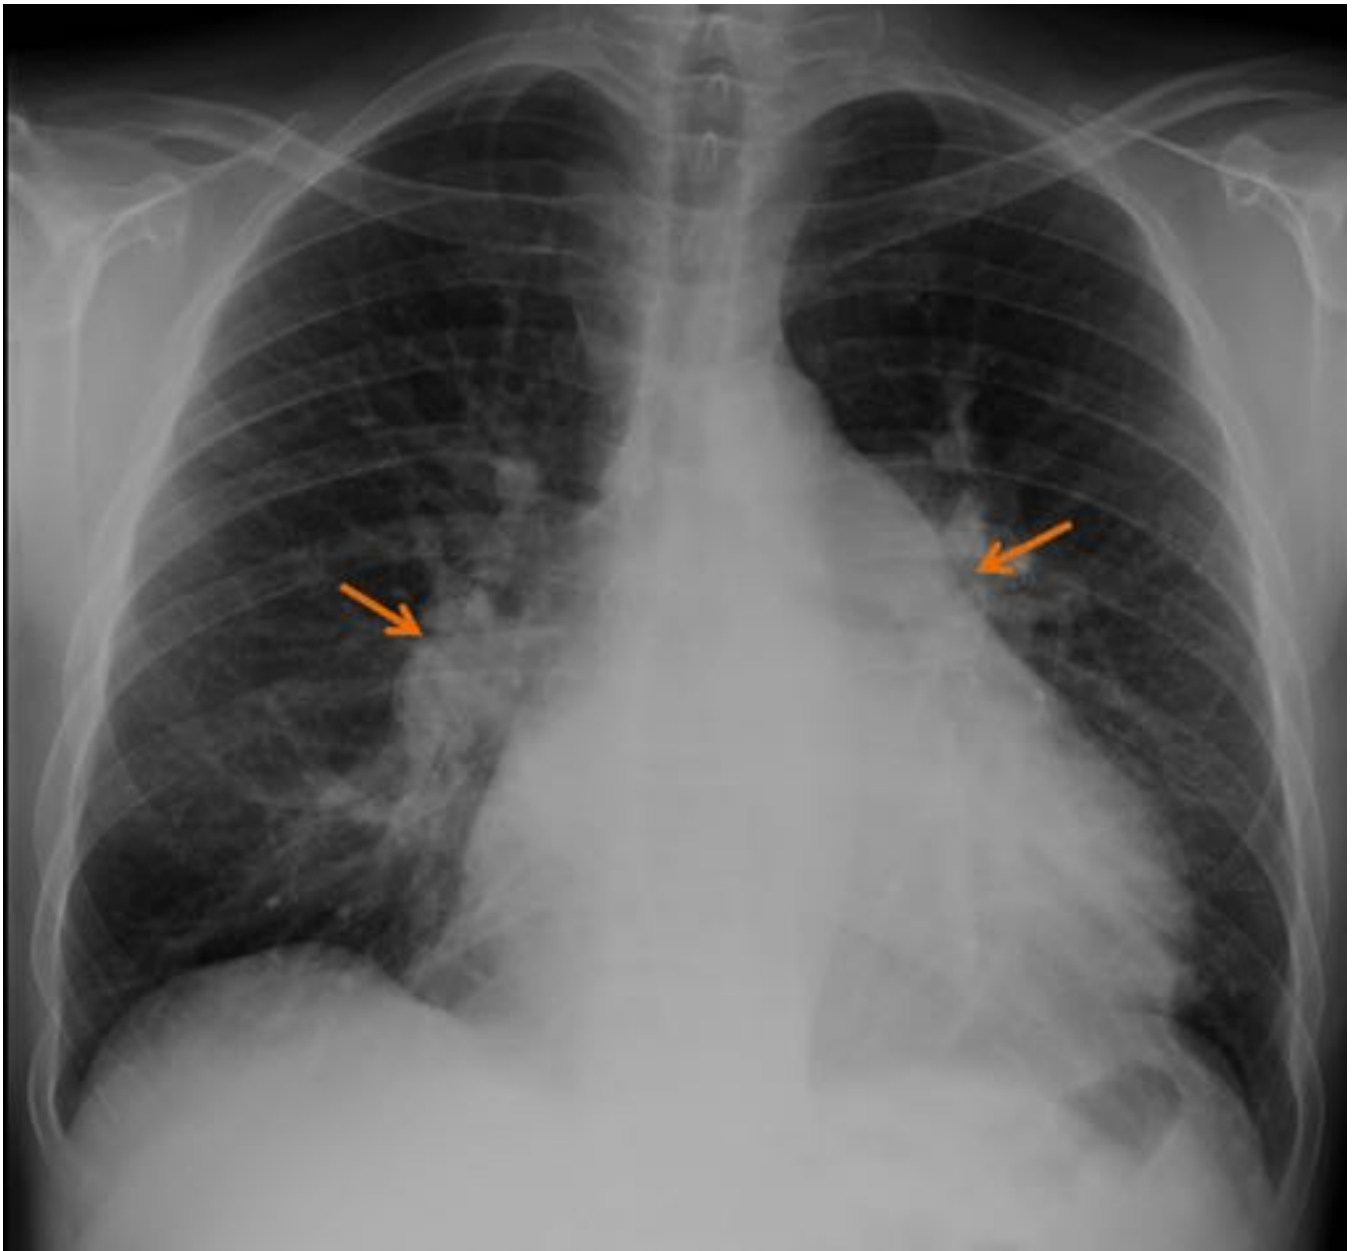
HIPERTENSIÓN PULMONAR. Radiografía PA en paciente con hipertensión arterial pulmonar. El diámetro transversal de la arteria pulmonar interlobular derecha, excede los 15 mm en la mujer y los 16 mm en el hombre (flecha).
